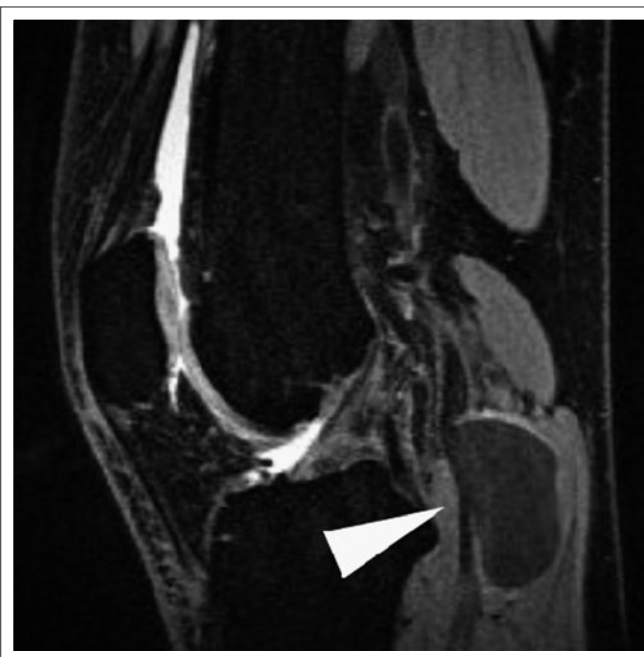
MRT des Kniegelenks bei einer Patientin mit tastbarer Resistenz und unklaren Schmerzen in der Fossa poplitea rechts. Demaskierung eines sacciformen PAA mit einem Querdurchmesser von 42 mm ohne Nachweis thrombotischer Veränderungen.
